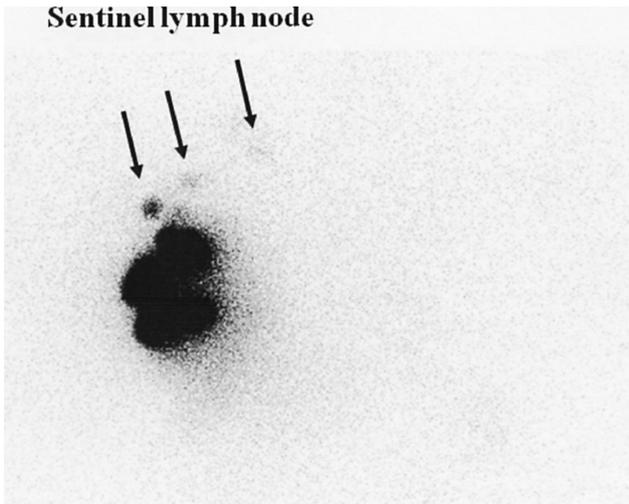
Lymphoscintigraphy primary systemic therapy
